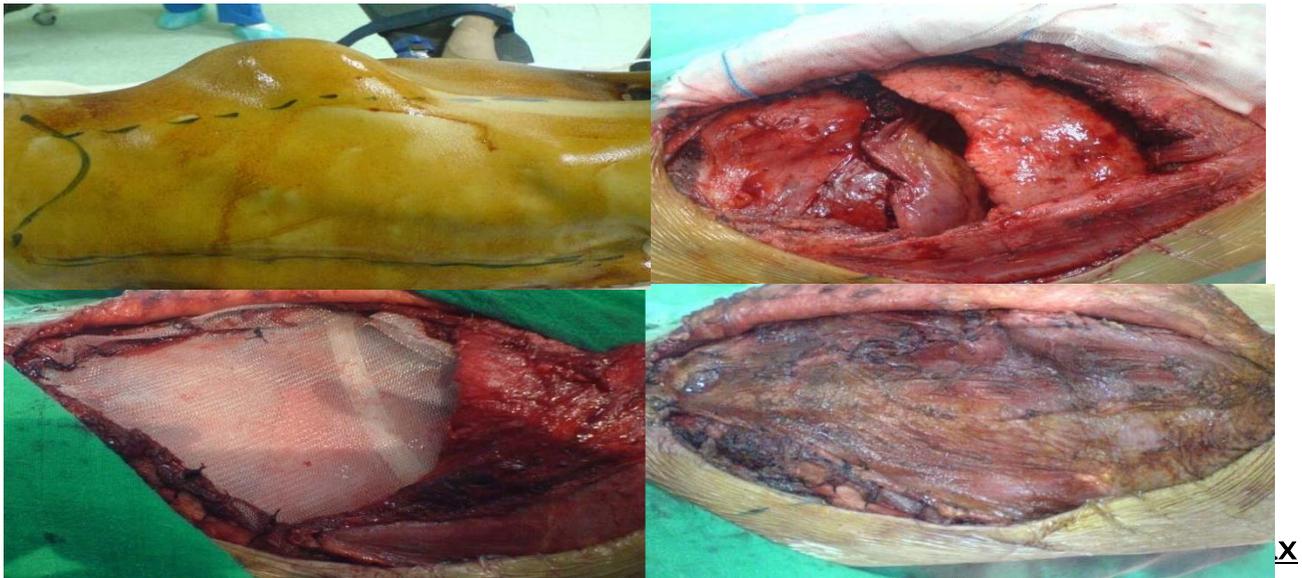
A : Tumeur desmoïde confirmée par une biopsie incisionnelle, où la TDM thoracique a objectivé une masse pariétale avec lyse costale 9, 10^{ème} cote Gauche + envahissement tissulaire
